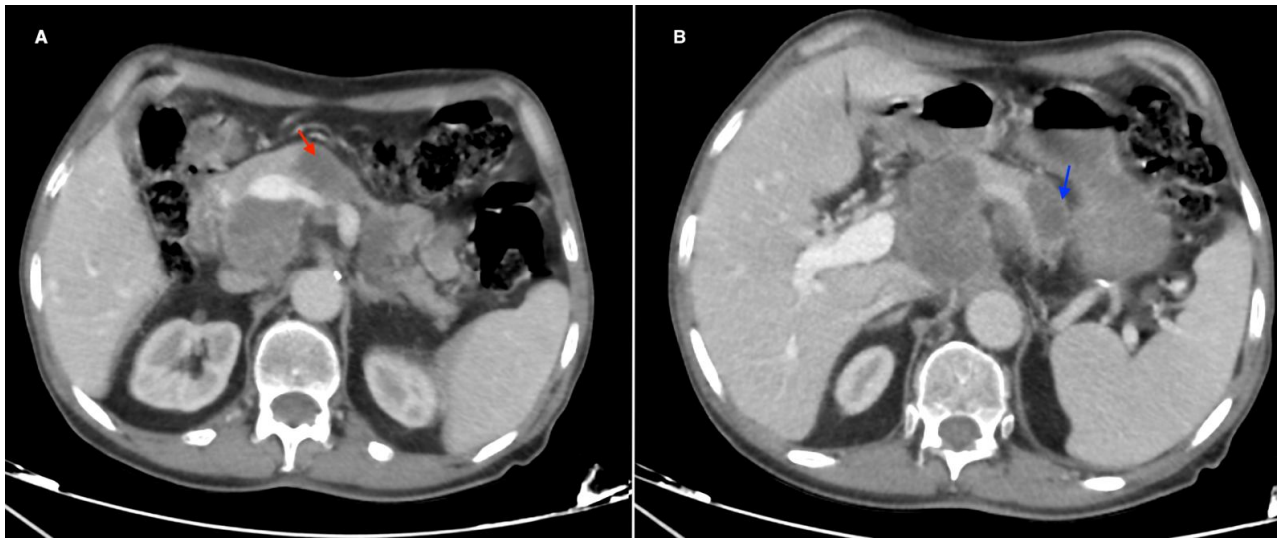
(A et B) : Coupes axiales d'une TDM CTAP C+ (étage abdominal) montrant deux masses de densité liquidienne au niveau du corps (flèche rouge) et de la queue du pancréas (flèche bleue)
